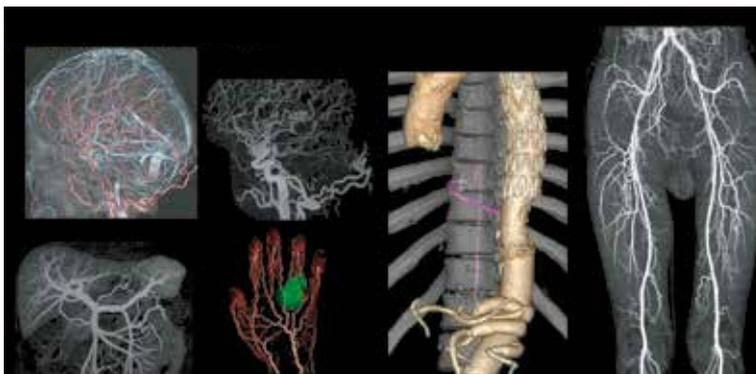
Revolution CTで得られる超高精細画像（GE社資料）
